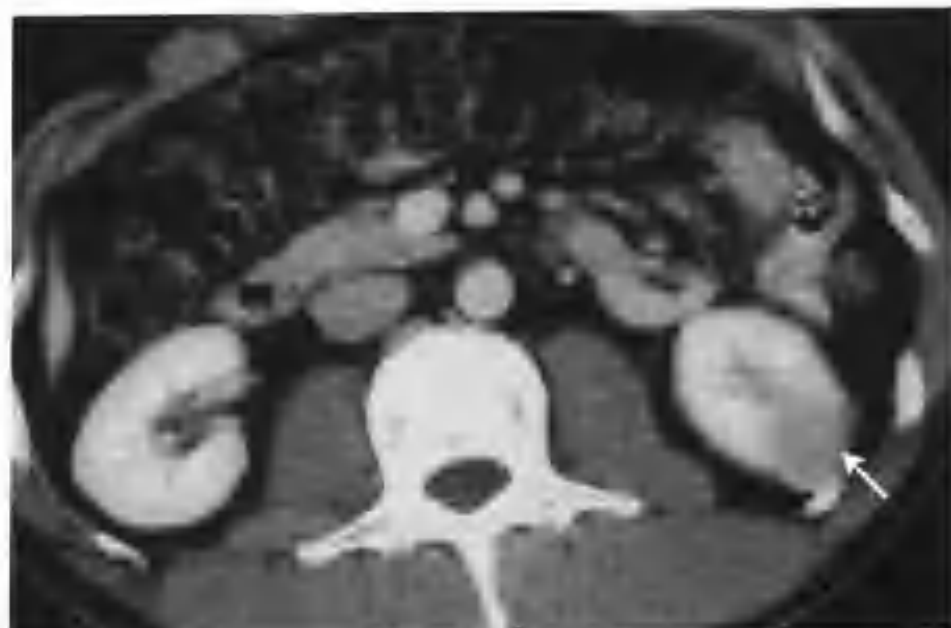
与图 2-1-30 为同一病例, 肾实质期肿瘤强化迅速减低, CT 值 90HU (箭头)
